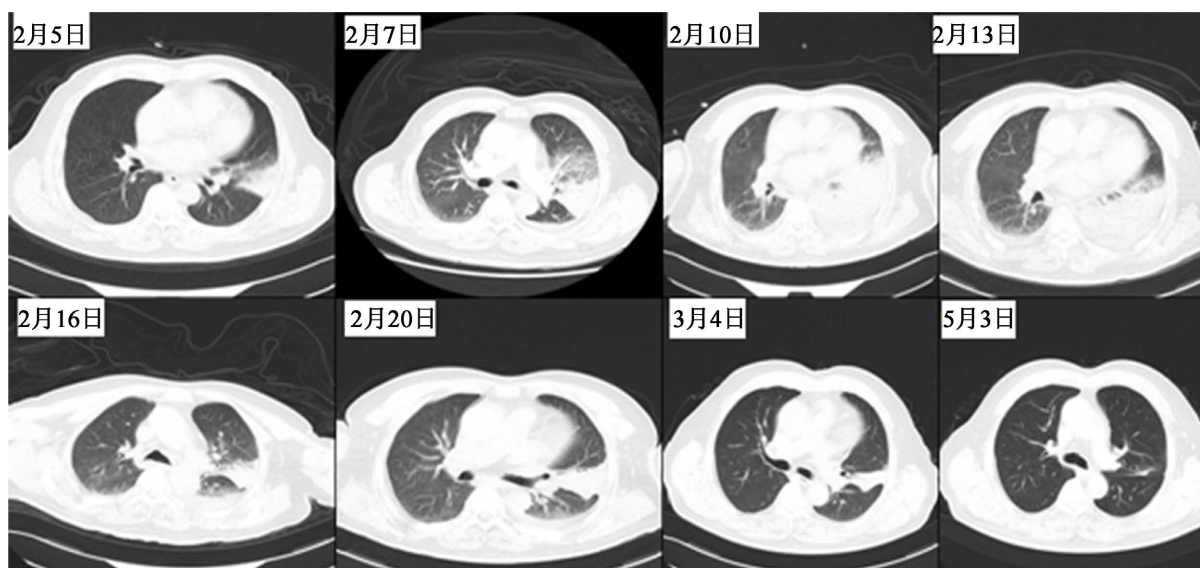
Changes of chest CT during treatment
